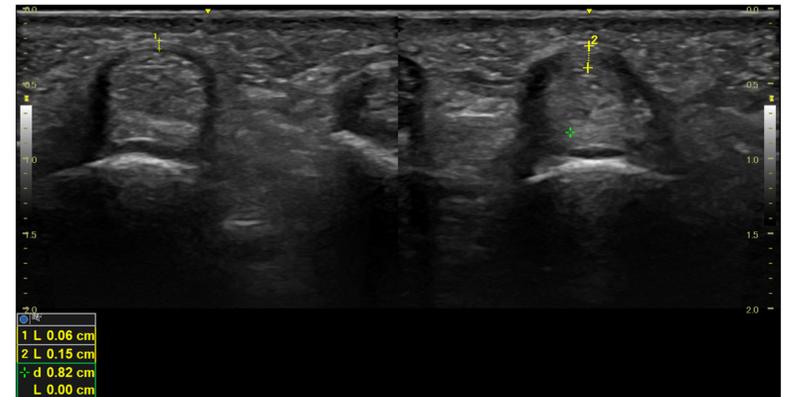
Immagine ecografica in asse corto della puleggia A1 in una situazione fisiologica (a sinistra) e in una situazione patologica (a destra) in cui è visibile e misurabile l'ispessimento fibroso caratteristico della patologia da dito a scatto.
